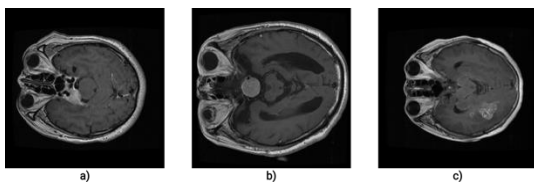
Приклади знімків МРТ: а – менінгіоми; б – гліоми; с – пухлини гіпофізу [1-2]
